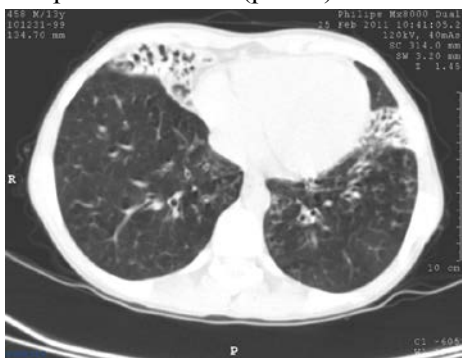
КТ-изображение органов грудной клетки больного К., 13 лет.
